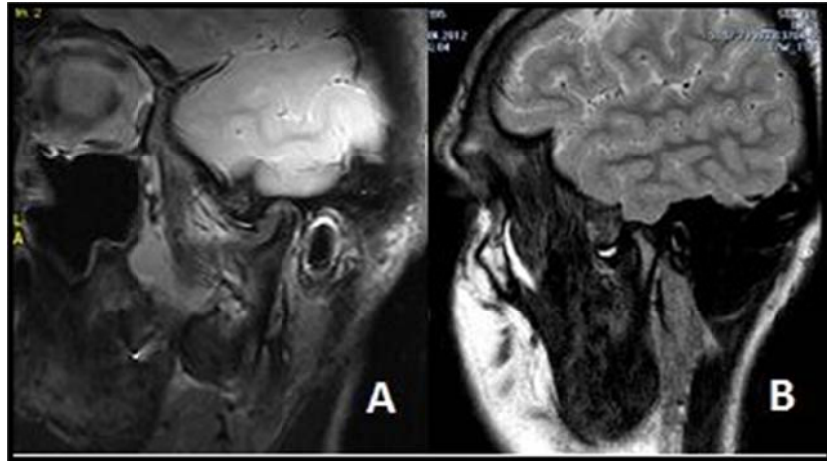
MRG’de redüksiyonsuz disk deplasmanın görünümü A) Ağız kapalı pozisyonda anteriorda konumlanmış disk B) Ağız açık pozisyonda diskin normal konumuna gelememesi
